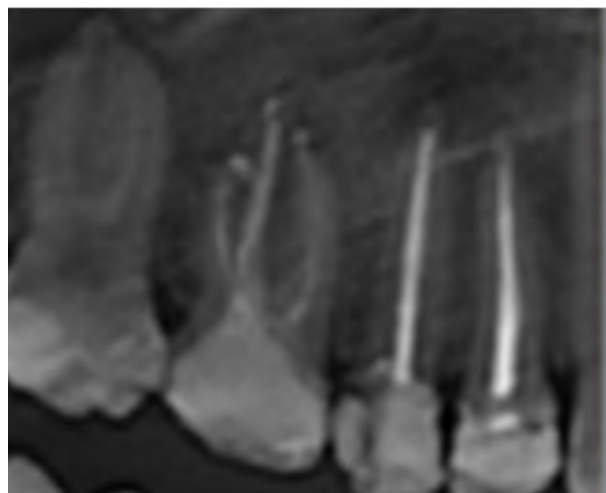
Рентгенологическая картина состояния тканей периодонта зуба 1.6 через 3 месяца на денальной рентгенограмме после проведенного эндодонтического лечения с использованием пасты «Биопласт-Дент» и материала «Рутсил».
